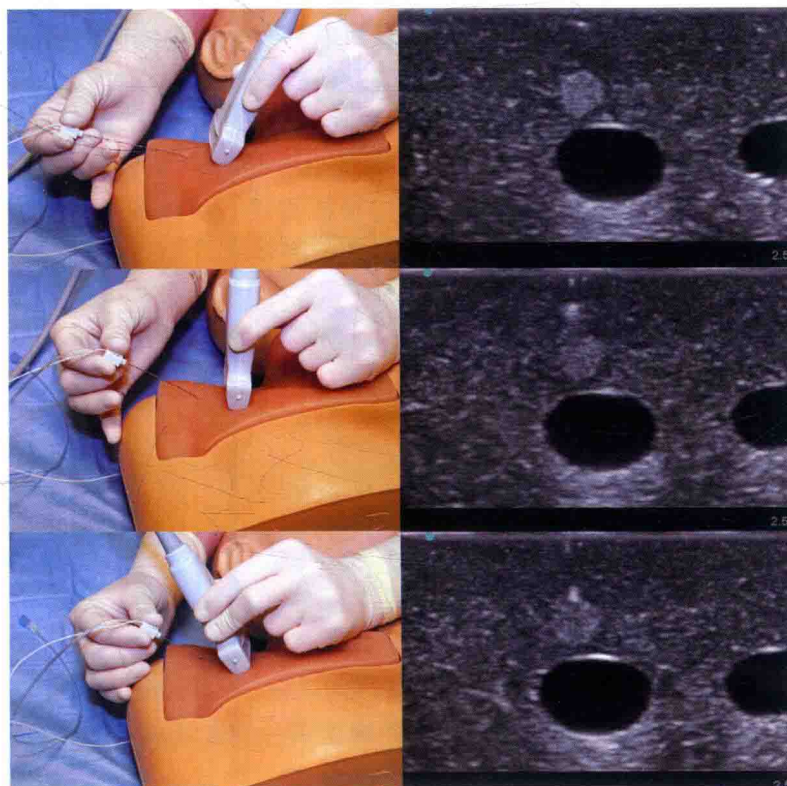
平面外进针技术——倾斜探头。将探头置于目标组织上方，倾斜探头远离穿刺针。此法增加穿刺针的反射，进针时可使探头朝向针尖倾斜。缓慢进针，小角度斜面进针。仔细寻找点状高回声。出现点状高回声时立即停止进针。倾斜探头，确保超声平面通过针尖平面。持续缓慢进针，保持穿刺针与声束在同一平面内，重复以上过程直至针尖进入目标组织。
